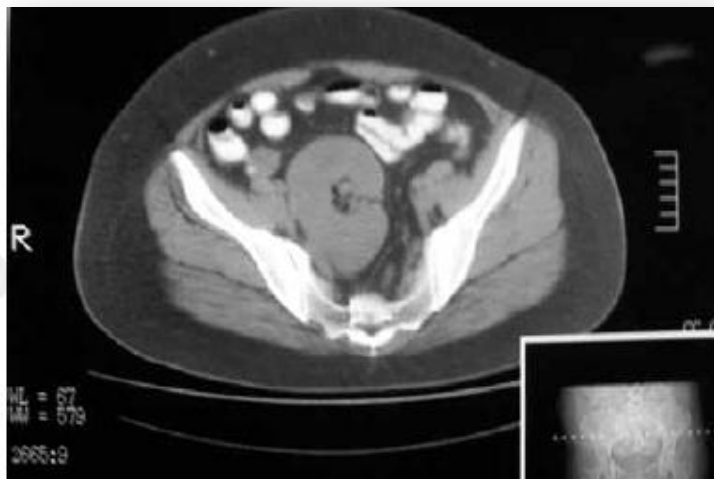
Tomografía axial computarizada que muestra riñón derecho en localización pélvica.
